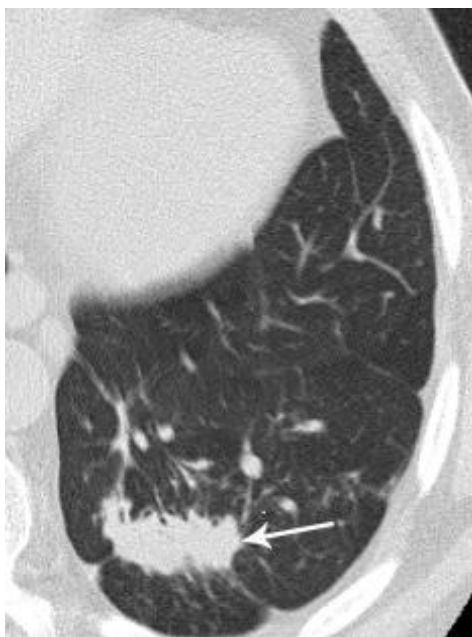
МСКТ хворого П., історія хвороби № 765. Щільна вогнищева тінь (стрілка) у нижній частці лівої легені.
